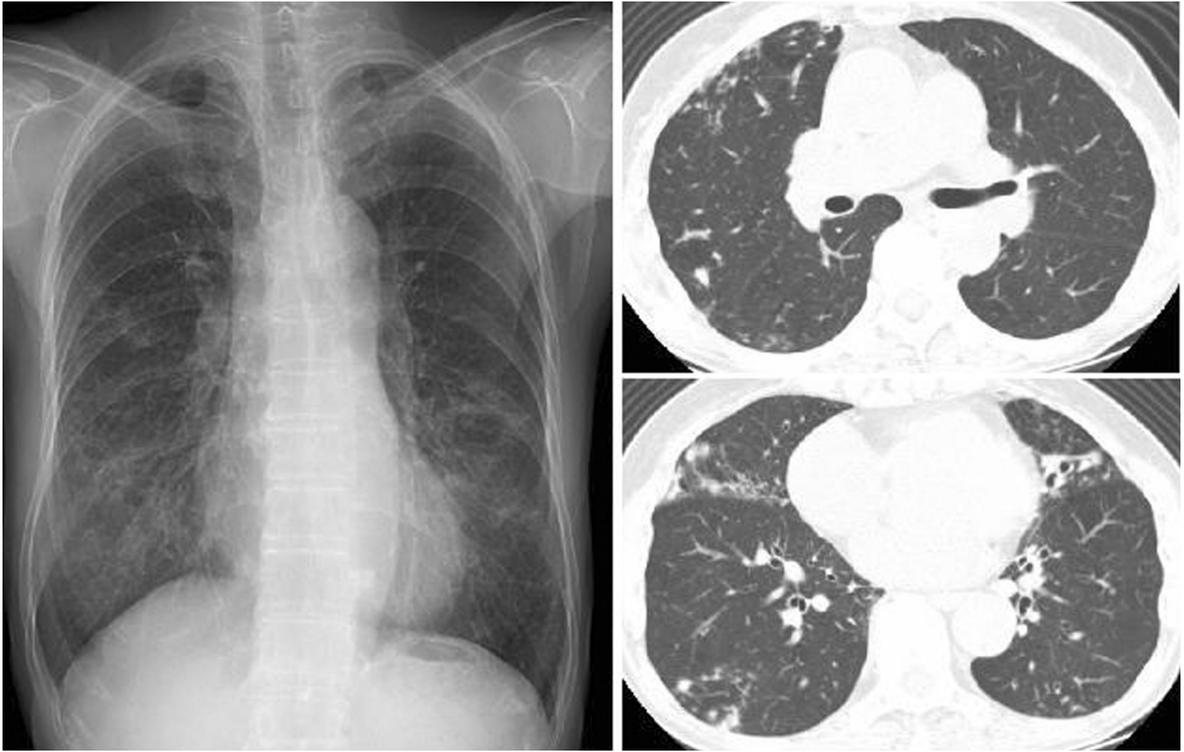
M. intracellulare* pulmonary disease of the nodular bronchiectatic form in a 67-year-old woman. Chest radiograph shows a multifocal patchy distribution of small nodular clusters in both lungs. Transaxial lung window CT images (2.5mm section thickness, 70mA) show small centrilobular nodules and bronchiectasis in the both lungs, especially in the right middle lobe and in the lingular division of the left upper lobe.
